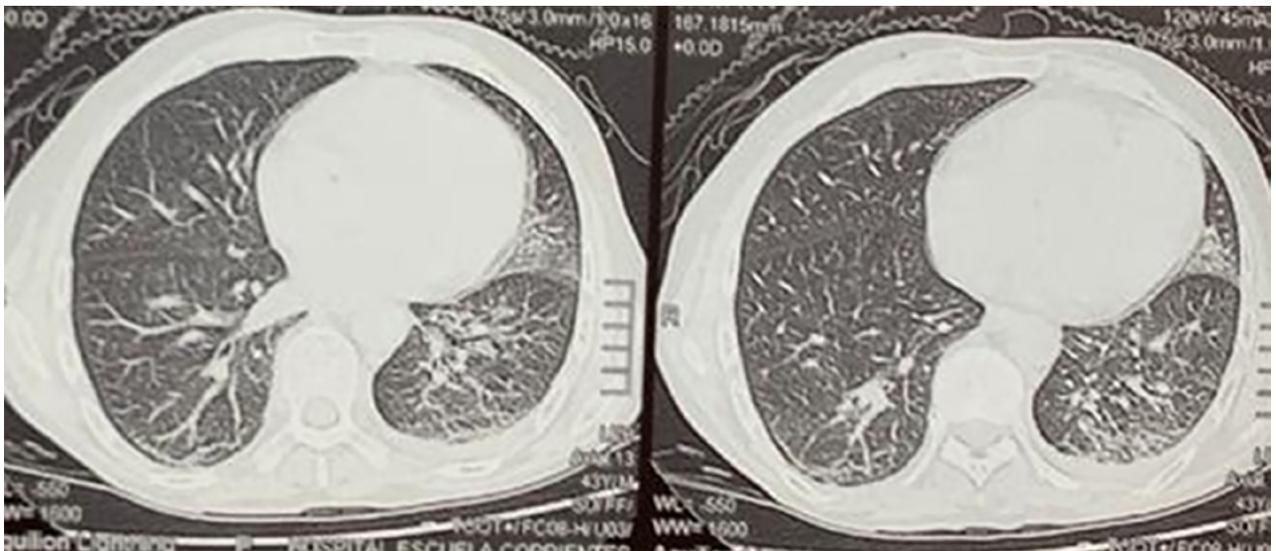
Tomografía de tórax sin contraste que evidencia compromiso pulmonar asociado en paciente con diagnóstico de absceso cerebral por *Nocardia spp.*
